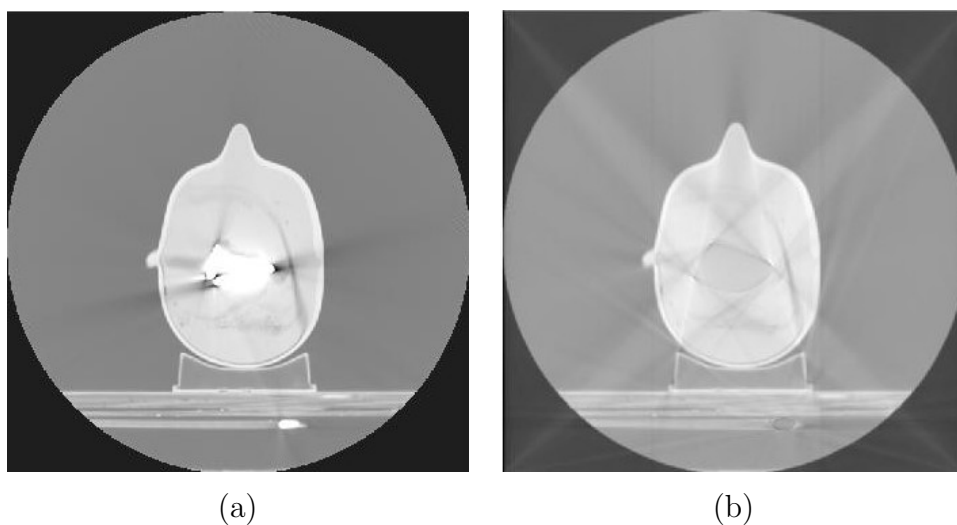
Imagens de CT do fantoma heterogêneo 2: (a) original; (b) reconstruída pelo sinograma por interpolação natural.
